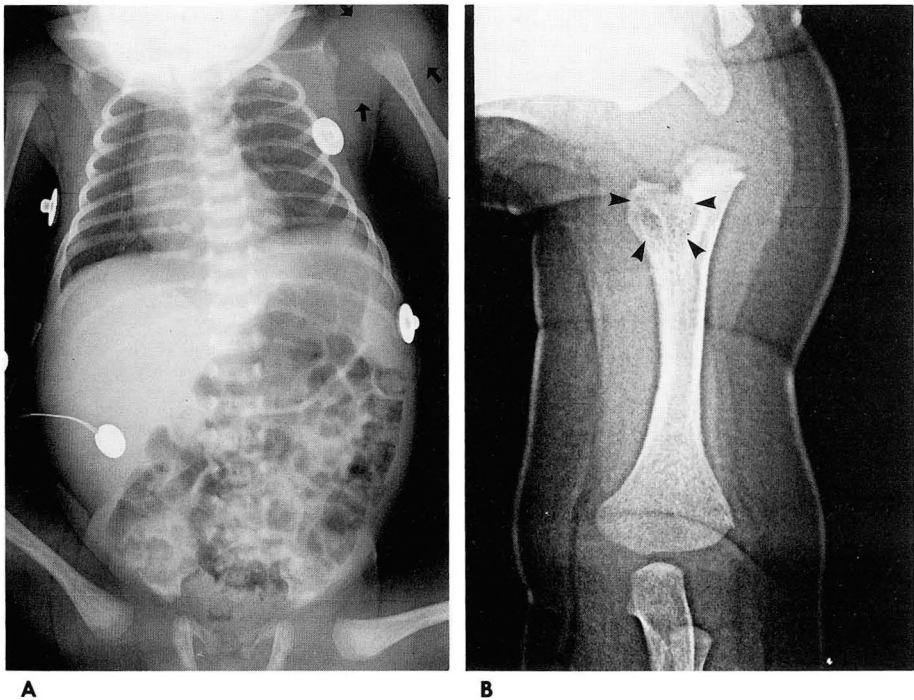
Staphylococcus aureus sepsis with osteomyelitis. A. Radiograph obtained at the age of 10 days reveals severe soft tissue swelling with joint space widening at the left shoulder. Metaphyseal irregularity with an ill-defined osteolytic lesion and the periosteal reaction are seen in the proximal left humerus. B. Four month later, the left arm radiograph demonstrates a well-defined, round cystic lesion (arrow-heads) at the metaphysis, which representing infection sequela.
